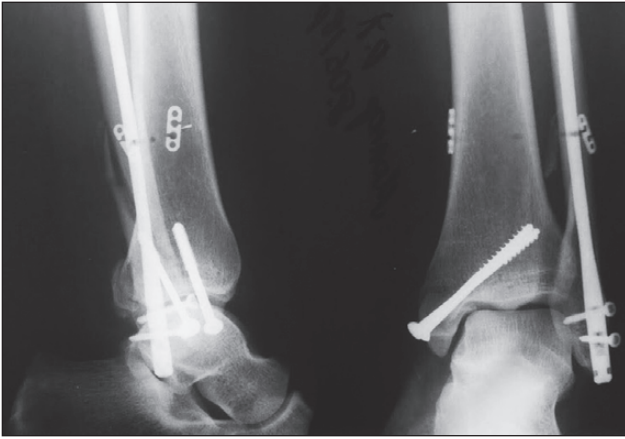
Відбиток з рентгенограми хворої М. після оперативного втручання за запропонованим способом, перелом зіставлений та стабільно фіксований цвяхом, підвивих вправлений, синдесмоз фіксований ниткою-стяжкою на «ендобатонах»
